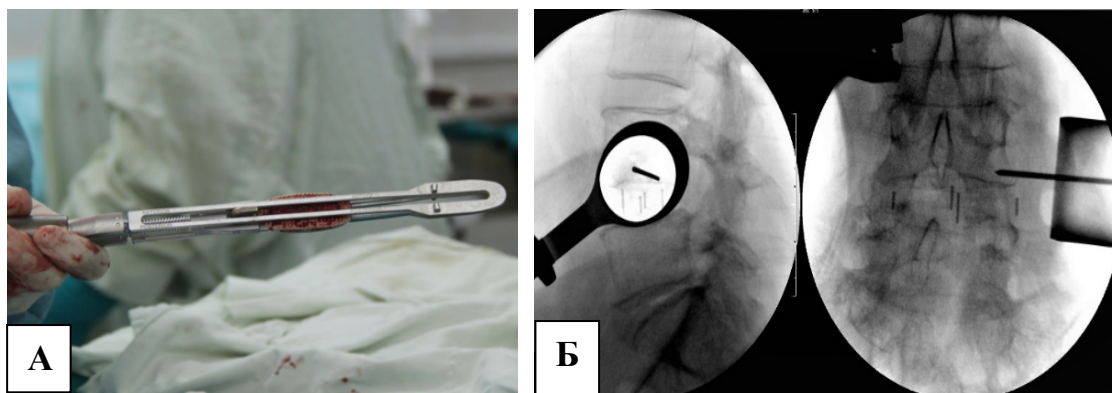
Внешний вид погружного устройства с установленным на нём кейджем перед имплантацией (А); рентгенография поясничного отдела позвоночника в прямой и боковой проекциях после установки кейджа (Б)
